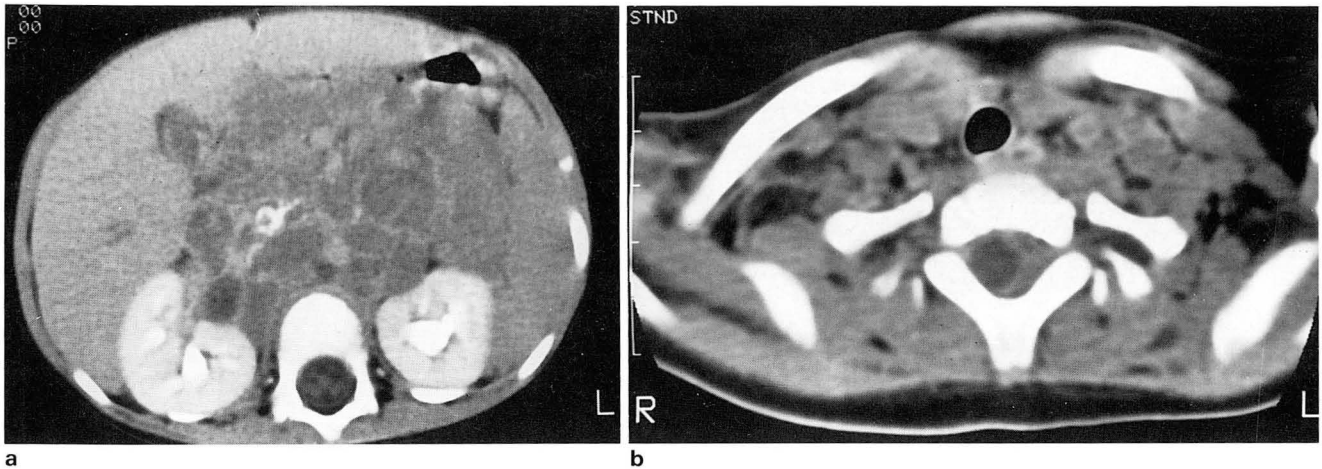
a. Abdominal CT scan shows a huge mass formation from extraadrenal neuroblastoma with extensive lymph node metastasis to paraaortic, aortocaval, retrocrural, mesenteric area. There show displacement and encasement of aorta, inferior vena cava and superior mesenteric vessels.
